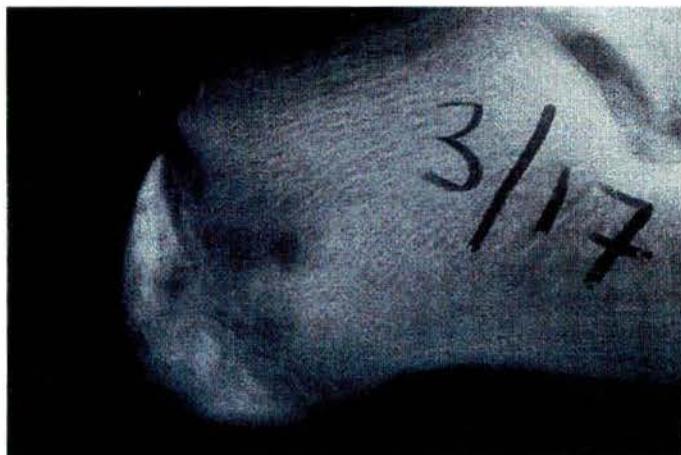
Osteomielitis hematogena. Radiografía cinco días después de la primera radiografía (fig. 5). Se aprecia la oquedad producida por la toma de la biopsia en el calcáneo. Se observan, además, cambios por reabsorción en el aspecto posterior del hueso y esclerosis de la apófisis.
